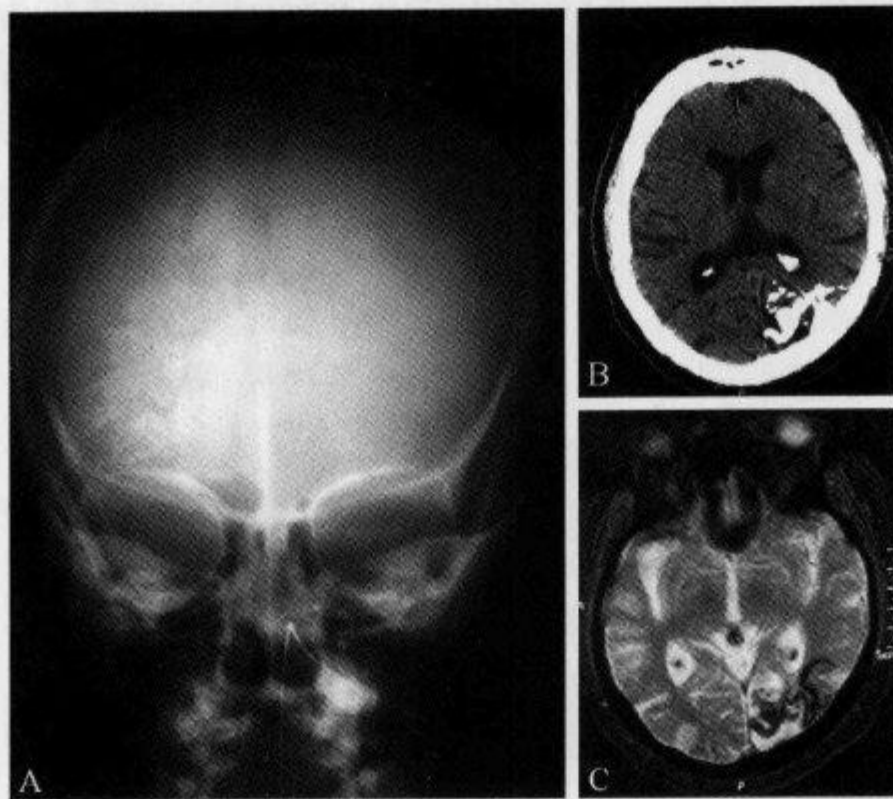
头颅 X 线正位及 CT 平扫、MRI 示“车轨征”
